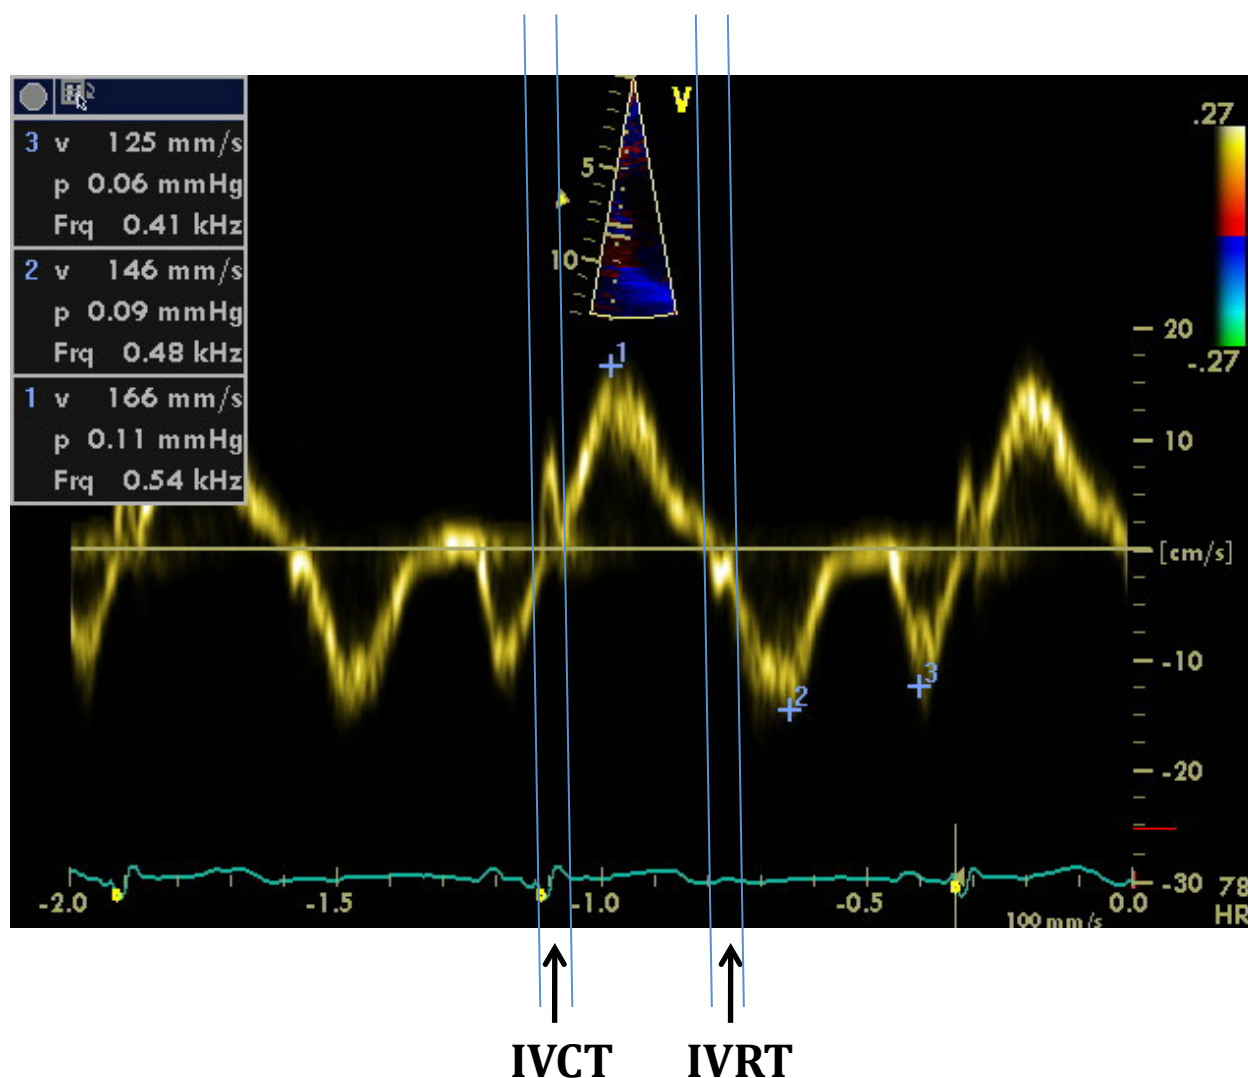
Exemplo de Doppler tecidual em paciente sadio.
